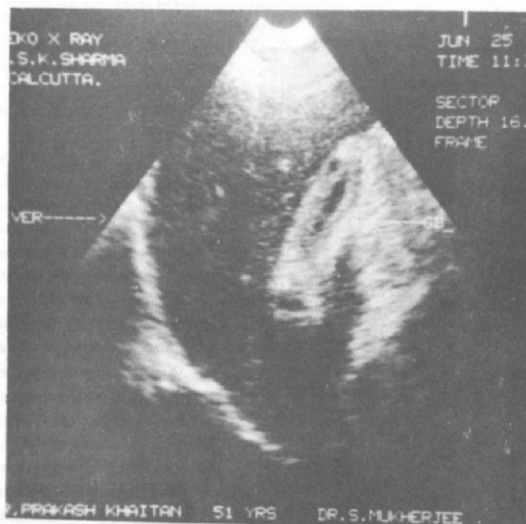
Ultrasonography showing thick walled gallbladder — a case of acalculous chronic cholecystitis
